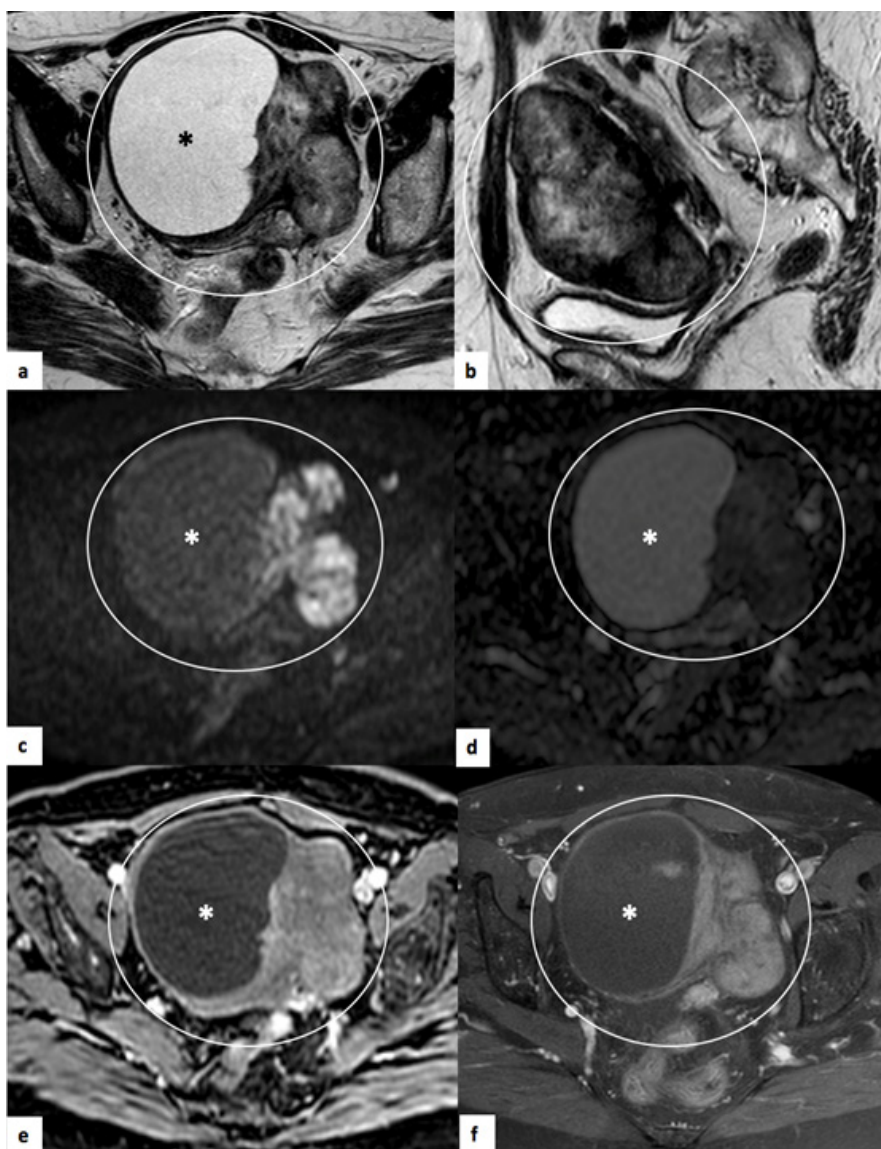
Fibroma do ovário direito. RM pélvica e mulher de 77 anos. (a) corresponde a sequência axial T2, onde é possível observar volumosa lesão (círculo) com componente sólido hipointenso e também com componente de elevado sinal em T2 (*), correspondente a degenerescência quística, habitual nas lesões de maior dimensão. (b) sequência T2 sagital. (c) e (d) traduzem estudo de difusão ($b=1000$) e mapa ADC. Verifica-se restrição à difusão do componente sólido. (e) traduz sequência T1 axial com saturação de gordura após contraste ev – T1 SPAIR (estudo dinâmico) e (f) aquisição tardia (T1 SPIR), onde é possível observar realce discreto do componente sólido.
